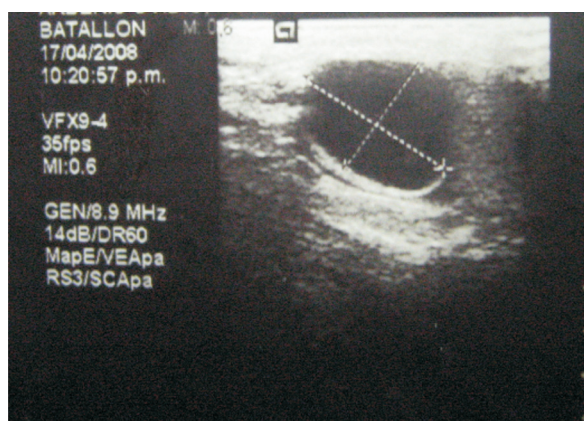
Imagen hipoeicoica con borde ecogénico en la ecografía testicular
